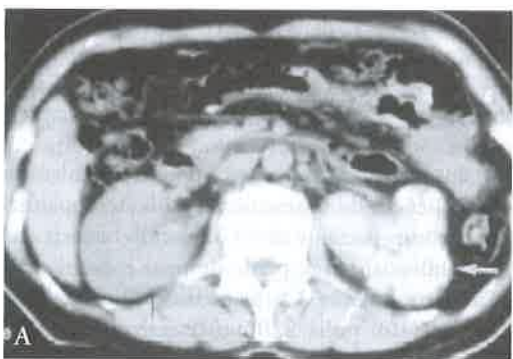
Tomografia computadorizada. Paciente do sexo feminino, 46 anos. A) Calcificações por todo o rim esquerdo. B) Massas adrenais bilaterais com calcificações<sup>42</sup>.
